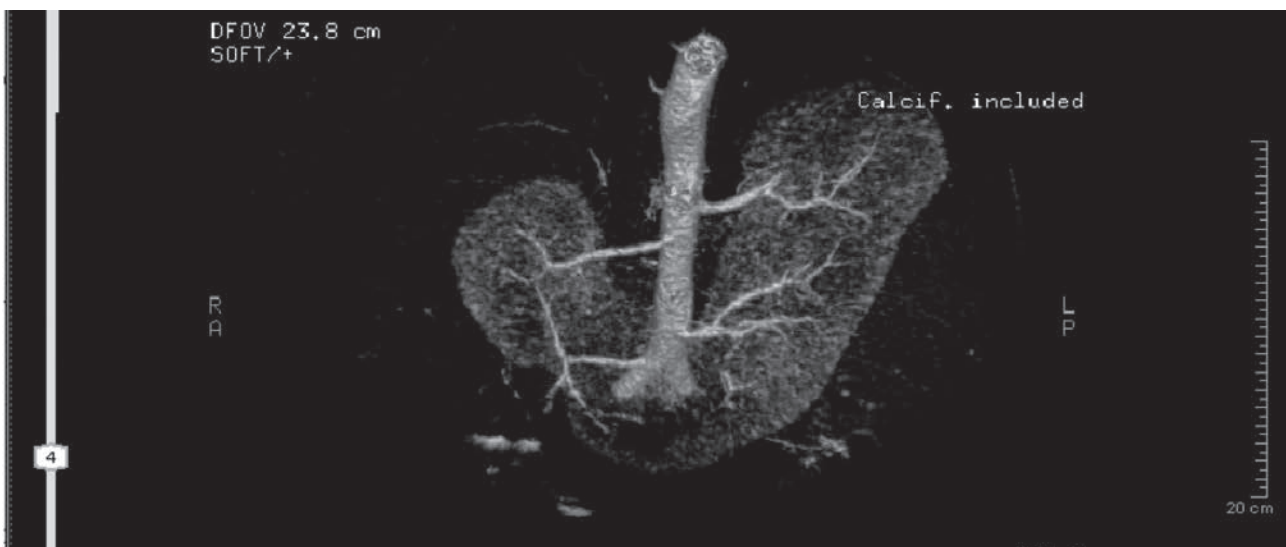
Angio TAC renal del paciente número 2.
